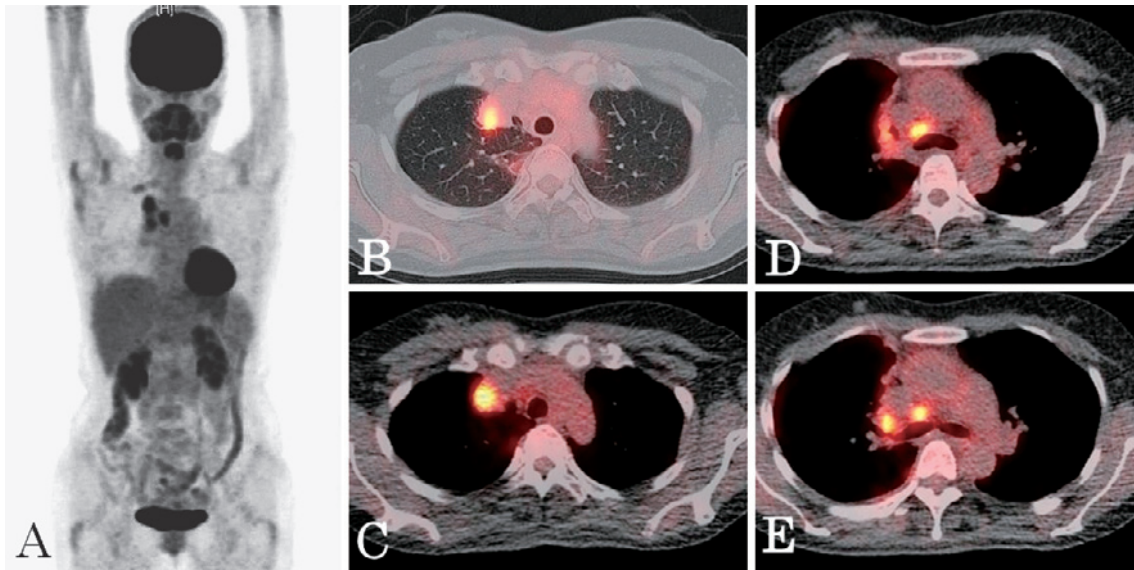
FDG-PET shows elevated FDG uptake into a pulmonary nodular lesion in the right upper lobe (SUVmax, early image (60 min): 5.6; delayed image (120 min): 6.3) (A) (B) (C), right hilar (SUVmax, early image: 3.6; delayed image: 5.7) (D) and right lower paratracheal lymph nodes (SUVmax, early image: 4.1; delayed image: 5.5) (E), and also shows partial FDG uptake into the locally thickened pleura (D).
